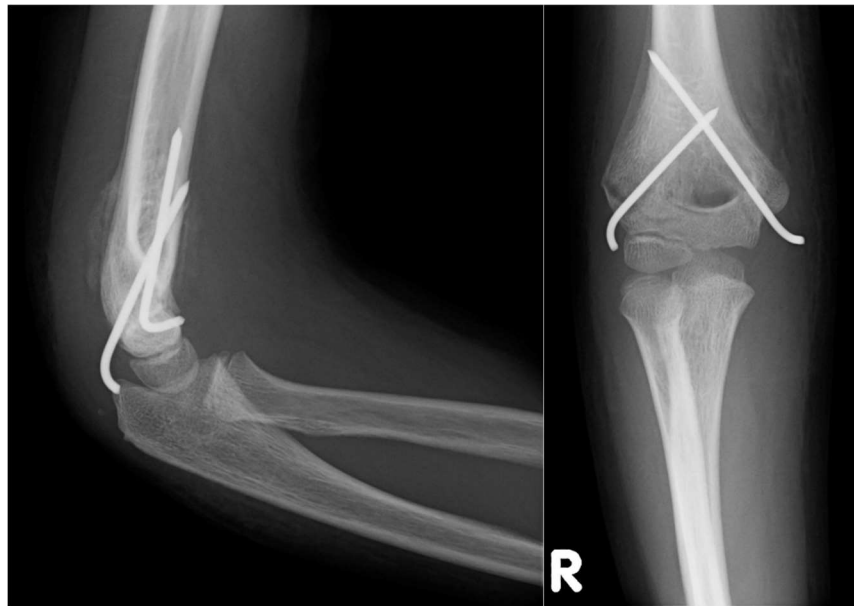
Fall 269: Röntgenbild 13 Tage postoperativ
